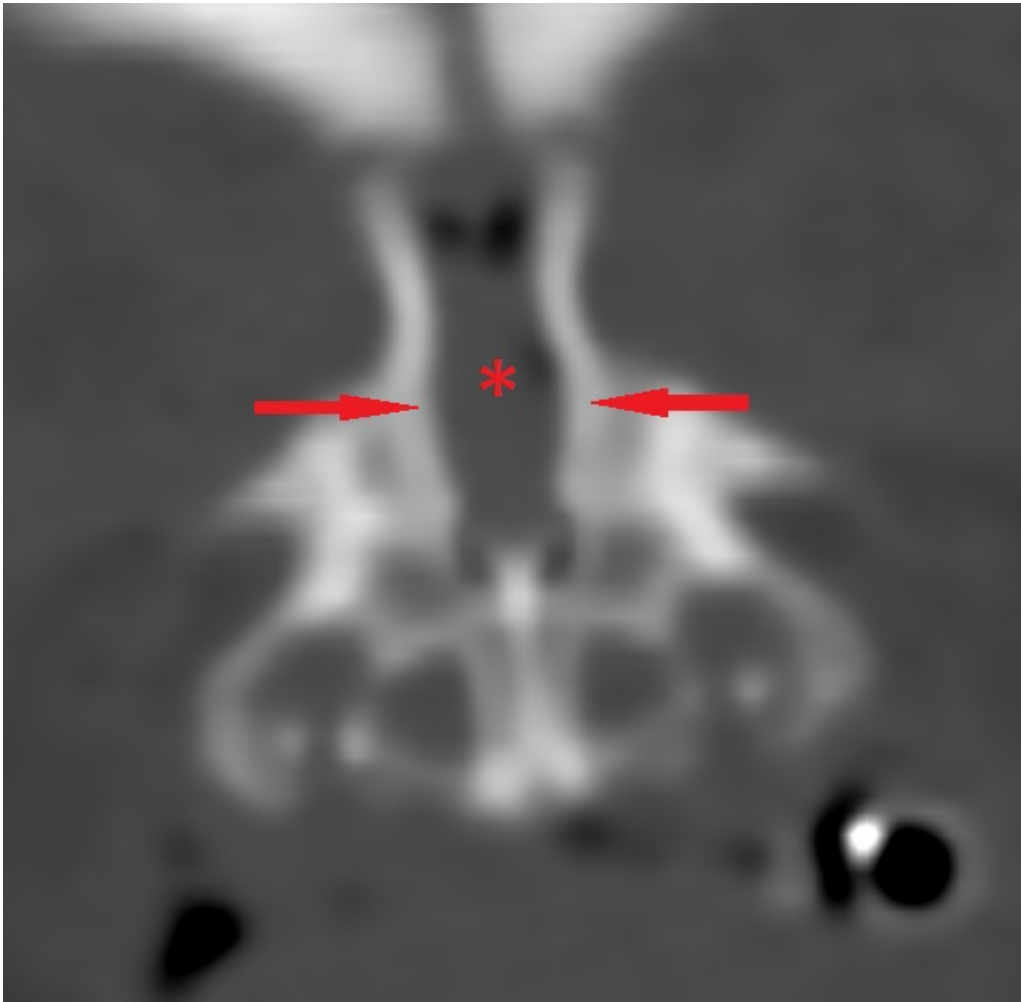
reformatação coronal de tomografia computadorizada mostrando espessamento dos aspectos anterior e medial da maxila (flechas), causando estreitamento da abertura piriforme nasal (\*).
